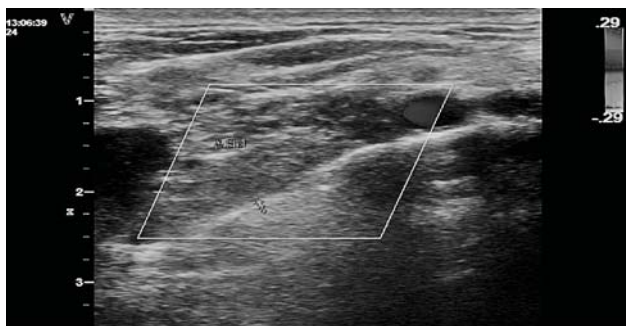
Ecografia Doppler color – secțiune longitudinală (ocluzie de arteră subclavie).
